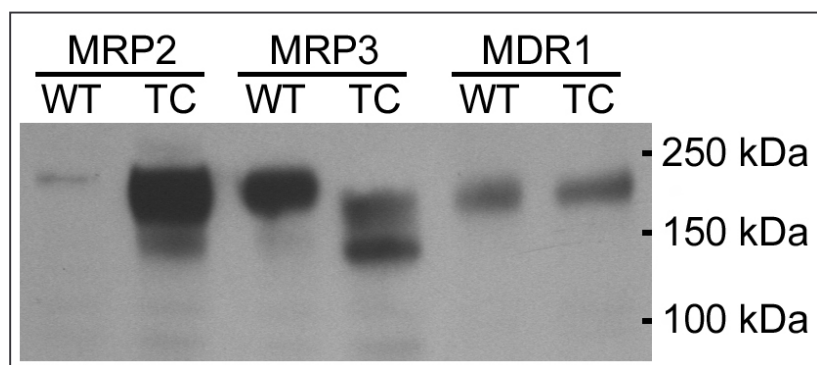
MDCKII-Zellen, die das humane MRP2, MRP3 bzw. MDR1 überexprimieren (TC), im Vergleich zum Wildtyp (WT). Der WT zeigte, wie in der RT-PCR, eine schwache Expression von MRP2. In den WT-Zellen erkannte der Antikörper ein Protein, dass eventuell das canine Homolog des MRP3 darstellt. MDR1 wird sowohl im
